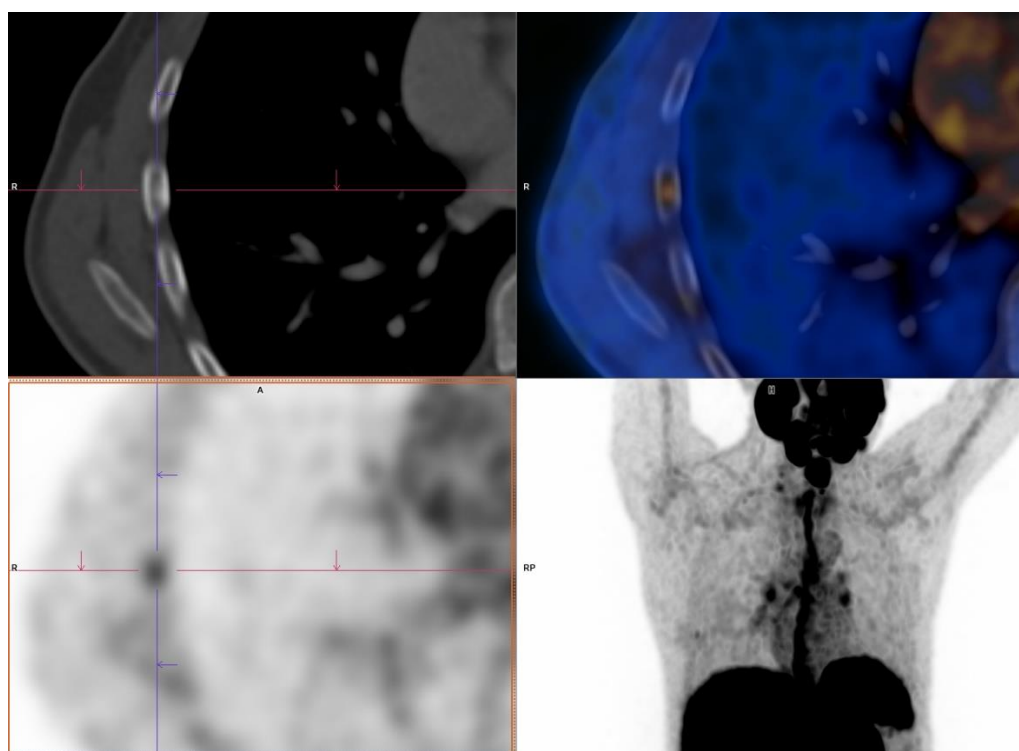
Estudio PET/CT 68 Ga-PSMA, lesión ósea costal.
